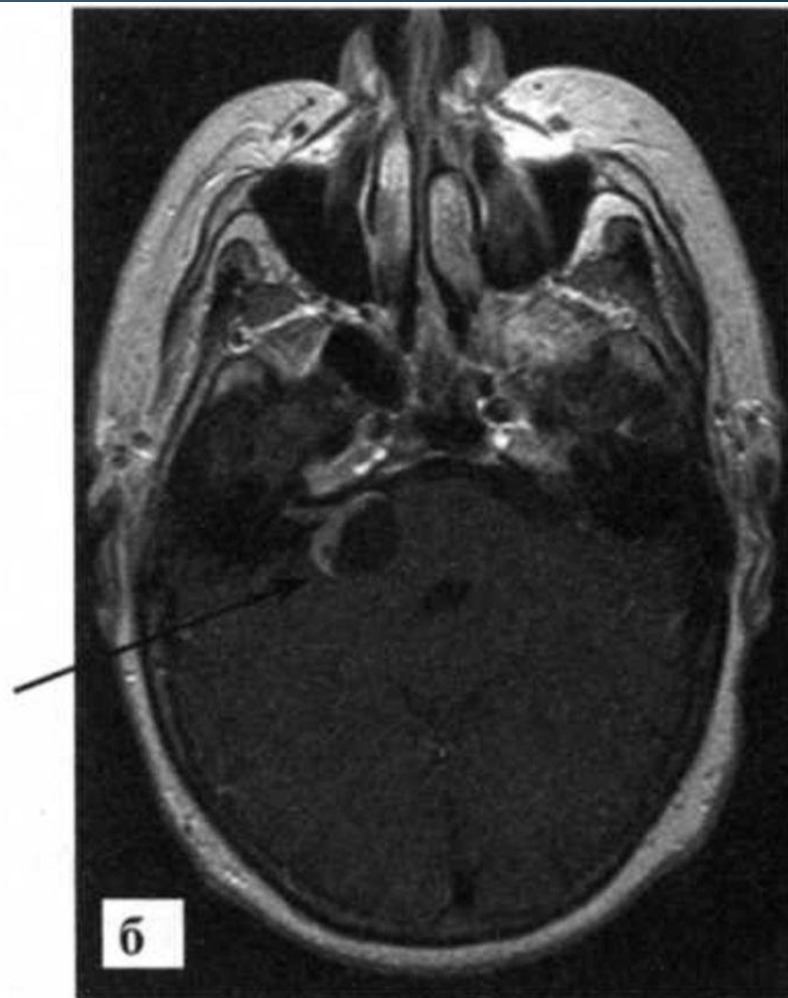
МРТ. Шваннома слухового нерва:
